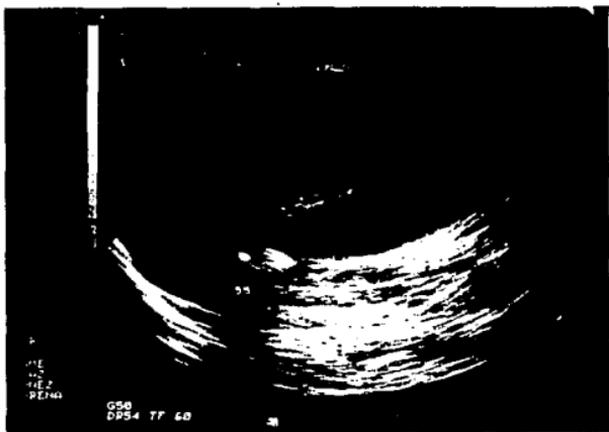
USG en el que se aprecia engrosamiento de paredes de VB, con litos en su interior.
